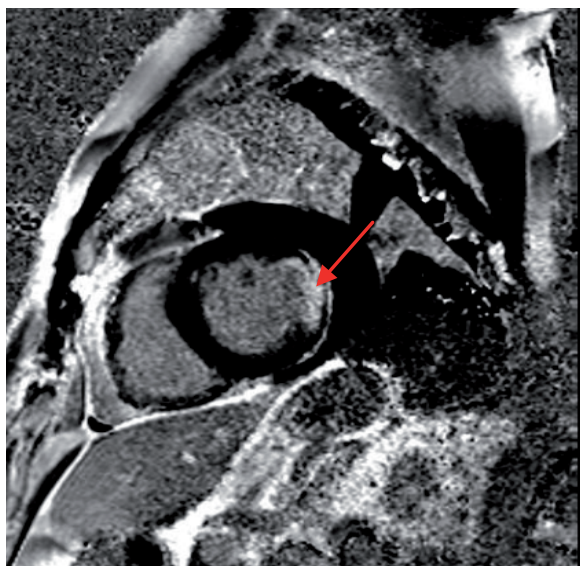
RMN cardíaca que evidencia realce tardío de gadolinio con patrón de infarto transmural.
